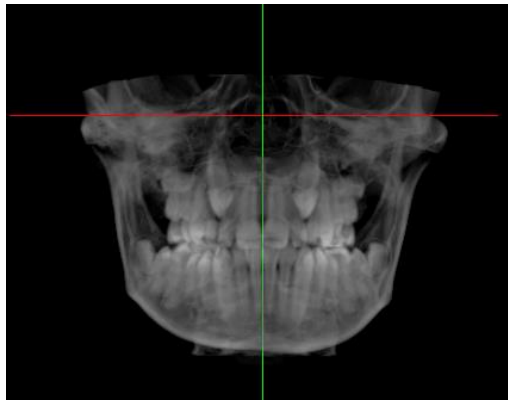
Orientación CBCT, pasa por el punto suborbitario de ambas órbitas, la vertical pasa por ENA. (software Implastation).
